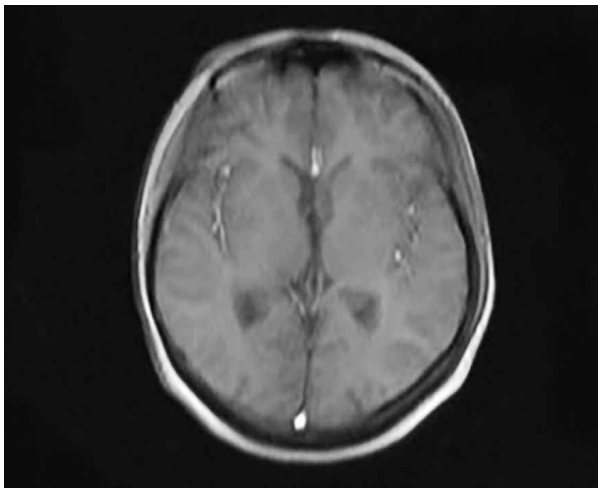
МРТ головного мозга с в/в контрастированием от 11.02.2018 г.
